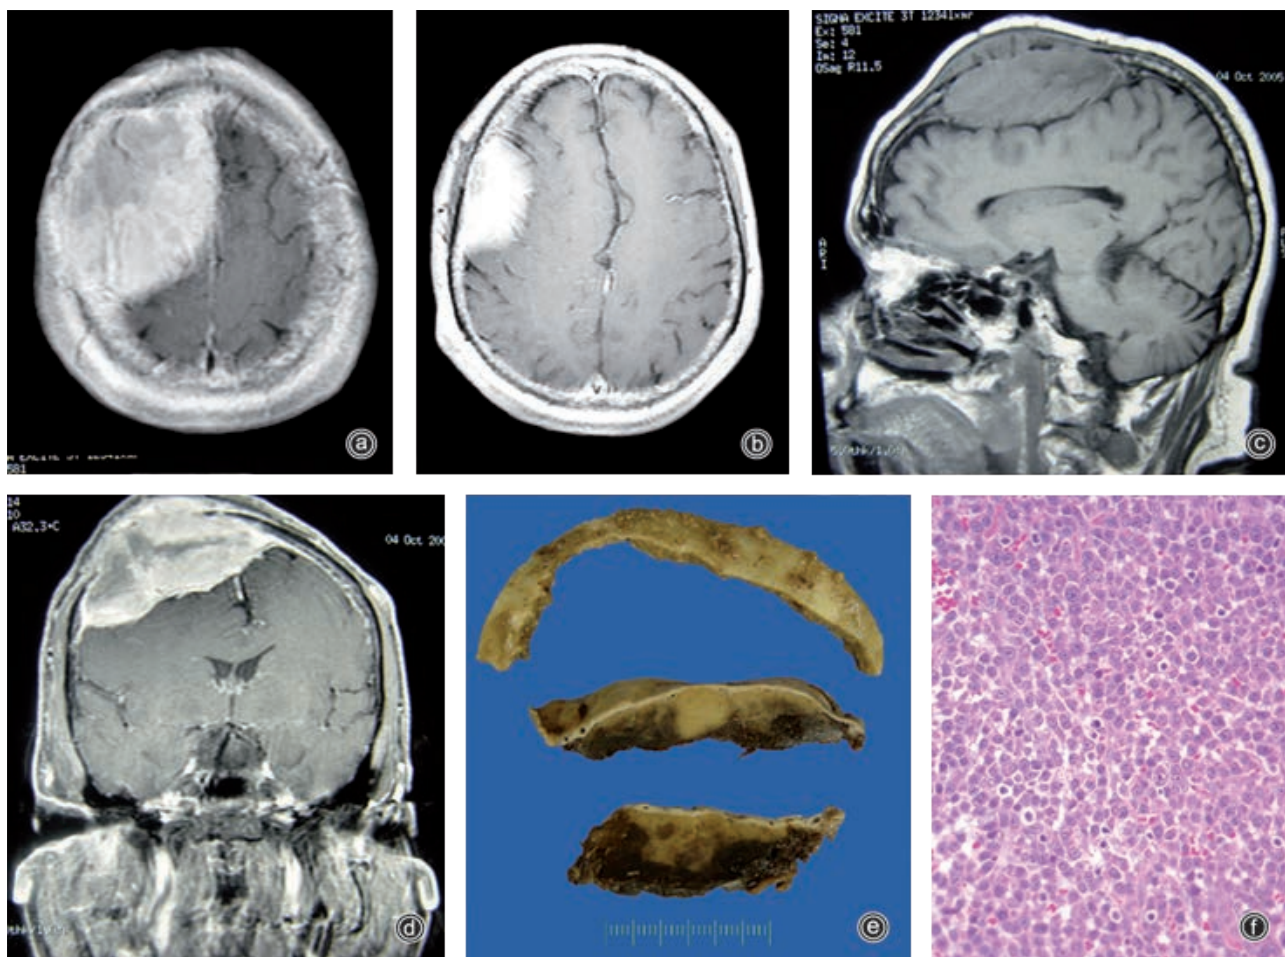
a y b) Cortes axiales c) sagital y d) coronal de resonancia magnética que muestran un tumor extraaxial frontal grande que destruye el hueso suprayacente y comprime el lóbulo frontal, que refuerza de manera heterogénea con el medio de contraste. e) Se resecó el hueso y la neoplasia dural de color rojo blanquecino correspondiente a un plasmocitoma. f) Tinción de hematoxilina/eosina.
